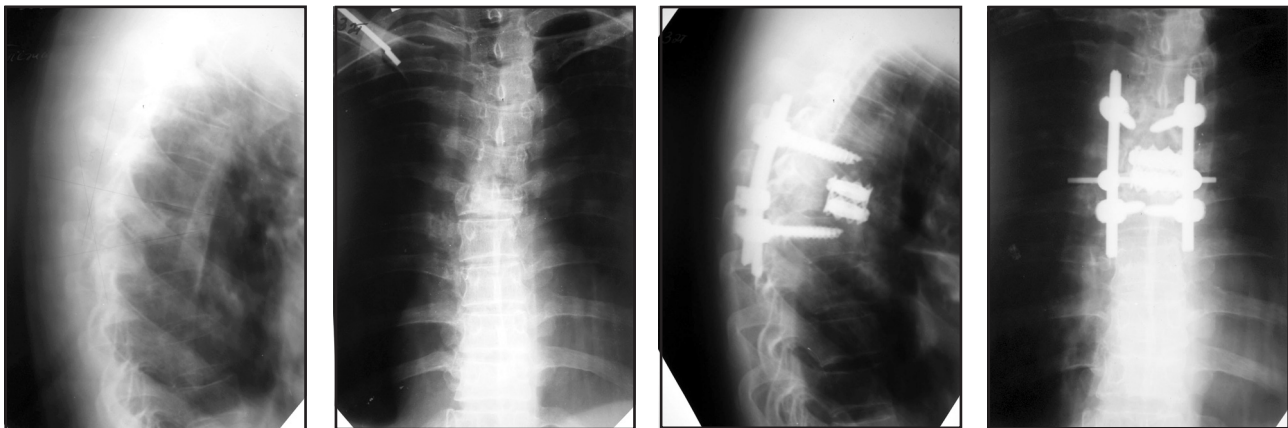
Фоторентгенограммы больного Л. до и после оперативного лечения
